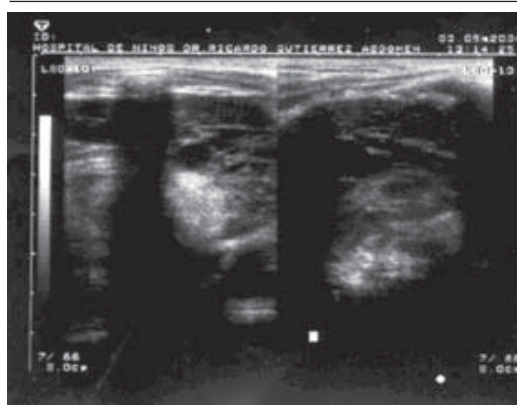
Ultrasonografía del mediastino: en área tímica estructura glandular mixta, con componente sólido y líquido
